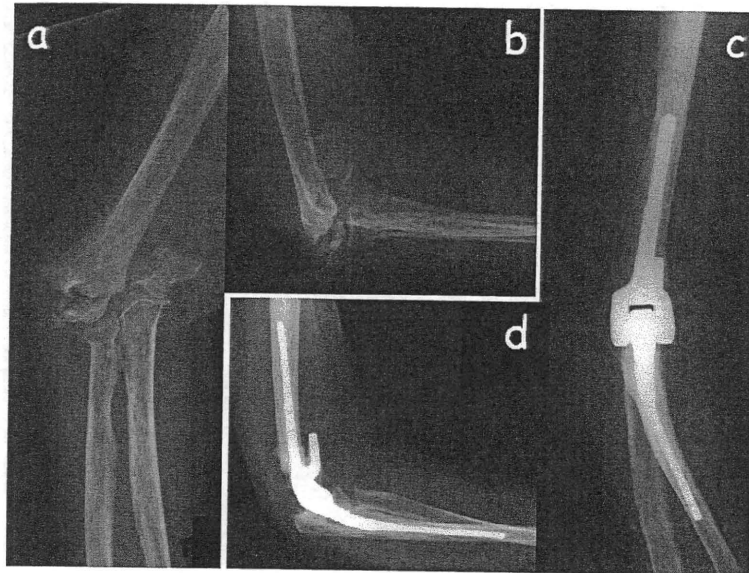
症例3. 78歳, 女性. 右上腕骨顆部粉碎骨折後偽関節単純X線
